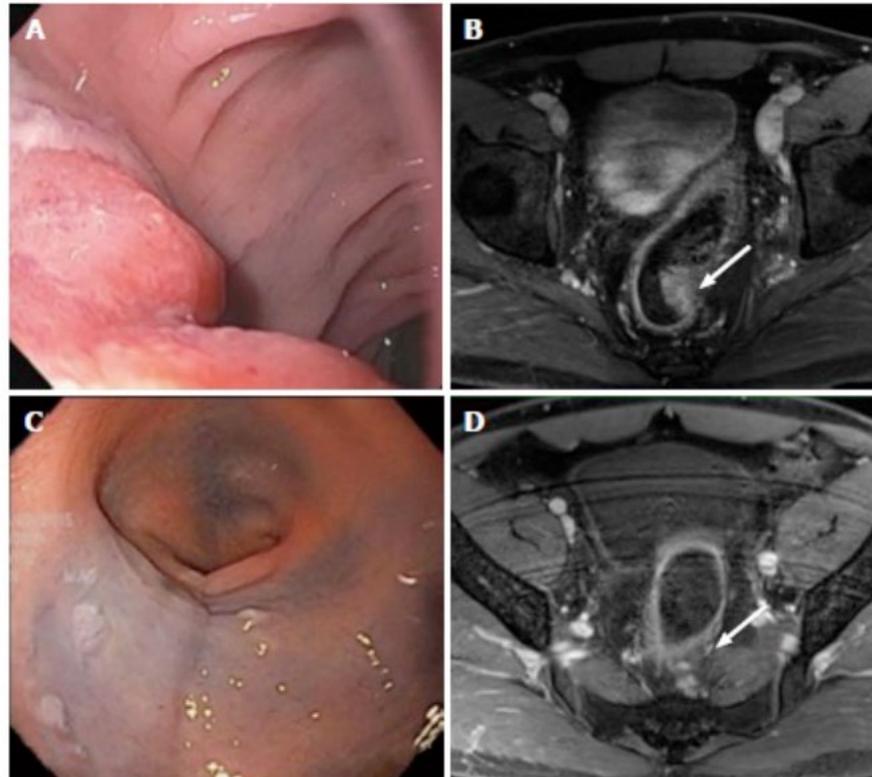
Respuesta clínica completa. Evaluación previa al inicio de la QRT neoadyuvante mediante sigmoidoscopia flexible (A) y RMN (B). Evaluación a las 7 semanas de completar el tratamiento. No se evidencia tumor en la sigmoidoscopia (C) y ni en RMN (D). Pozo ME et al. Watch and wait in rectal cancer⁴⁹
